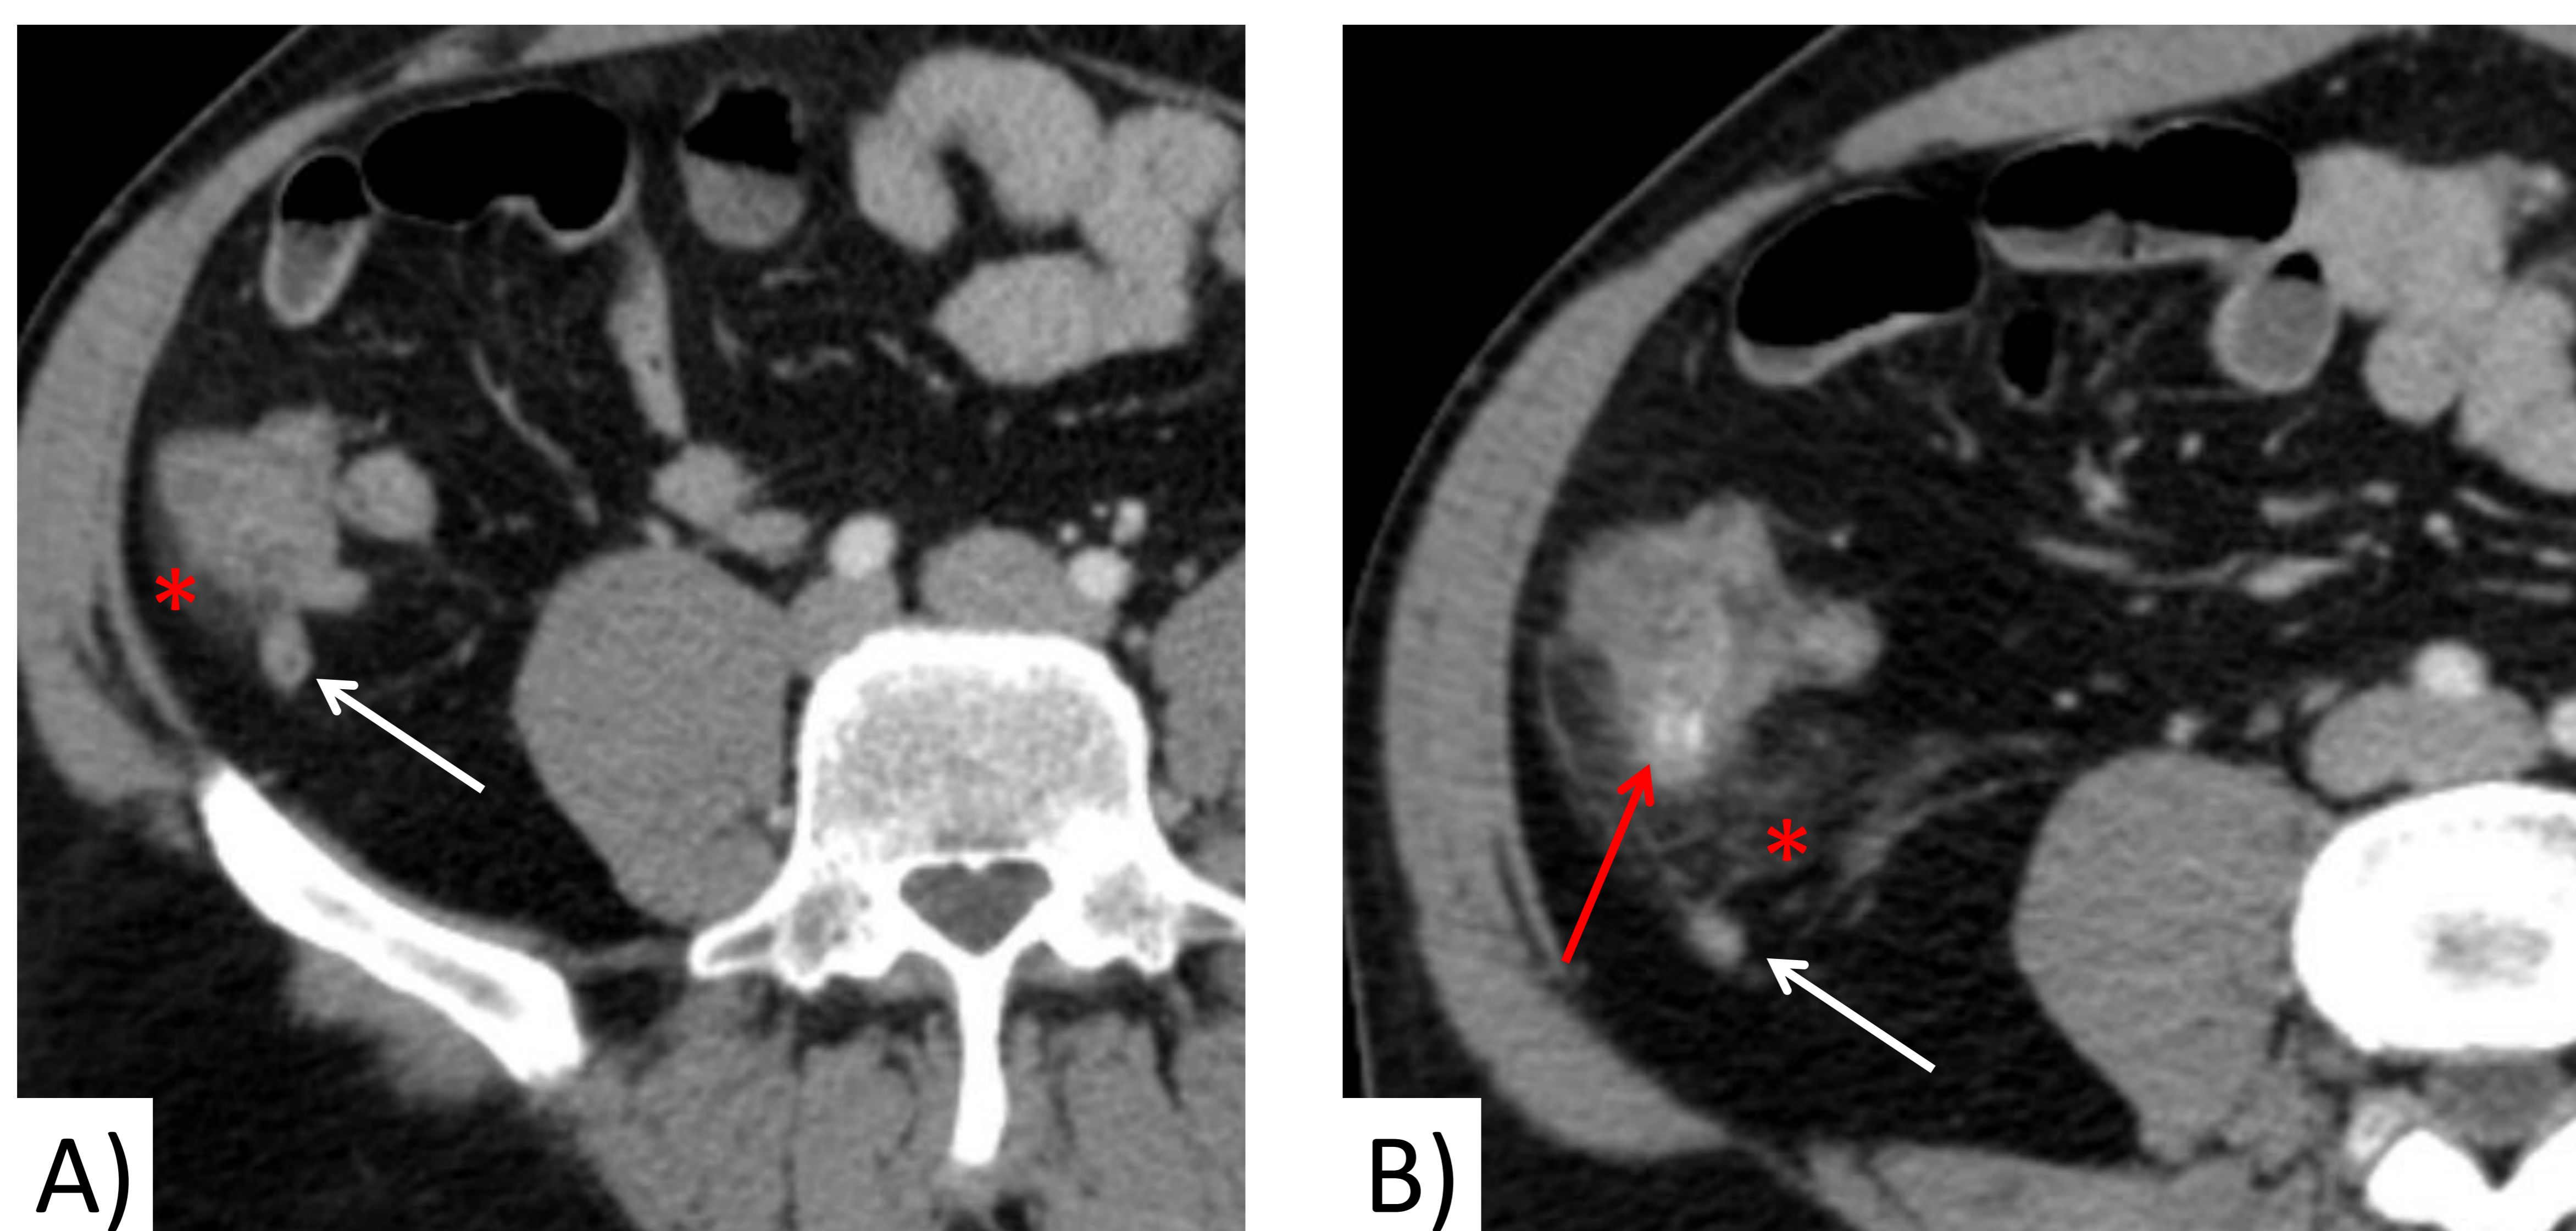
Diverticulitis cecal con afectación inflamatoria del apéndice por contigüidad. TC con CIV en fase venosa portal. A) En la FID se identifica el apéndice con leve aumento de su diámetro e hiperrealce (flecha blanca), además de engrosamiento parietal del ciego y cambios inflamatorios en la grasa adyacente (\* rojo). B) En un corte más craneal, identificamos mayor extensión de los cambios inflamatorios, que se encuentran centrados sobre una imagen de divertículo inflamado (flecha roja).
